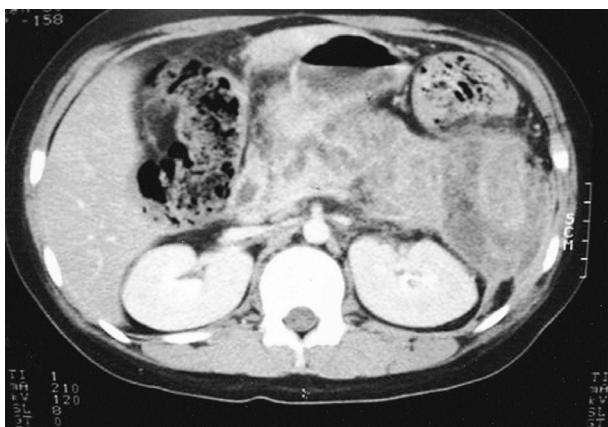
CT of the abdomen. Severe inflammatory change with indistinct pancreatic margin involving left anterior pararenal spaces is noticed. Transverse colon is markedly distended with feces and descending colon is collapsed with mural thickening.
